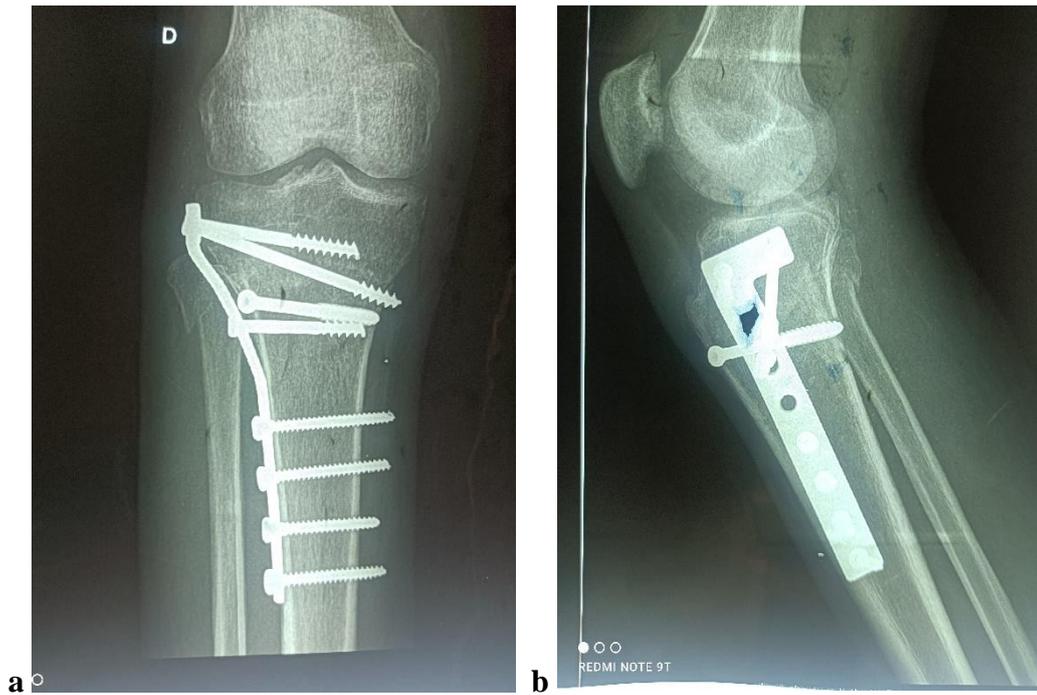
4a et 4b : Radiographie de face et de profil genou droit M3 postopératoire d'un patient de 27 ans.
